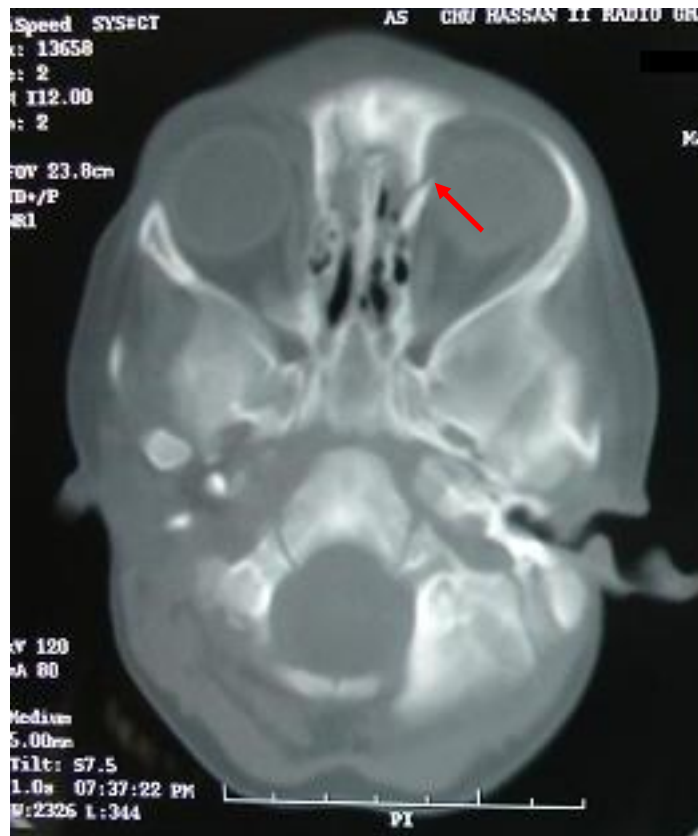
TDM en coupe axiale montrant une fracture de la paroi interne de l'orbite gauche (↗)
